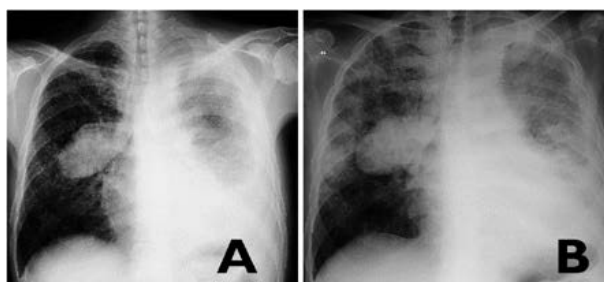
Hallazgos radiológicos. La foto A muestra la radiografía al ingreso. Se observa una lesión parahiliar derecha hipodensa heterogénea ovoidea de aspecto quístico, y un infiltrado micronodular intersticial difuso bilateral. Además gran hipodensidad homogénea con línea de Damoiseau en campo pulmonar izquierdo compatible con extensa efusión pleural. La foto B muestra la radiografía tomada 72 horas más tarde. Nótese el infiltrado bilateral difuso compatible con SDRA.
